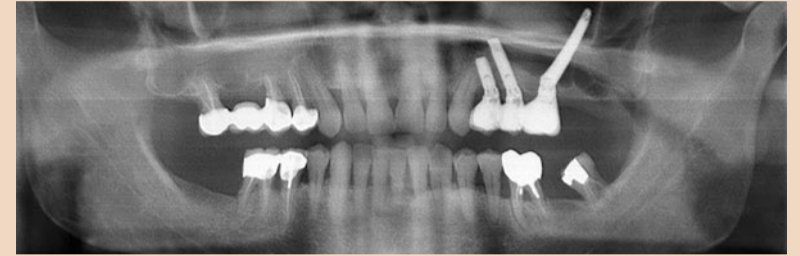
Контрольная рентгенограмма: лечение заняло 5 мес
